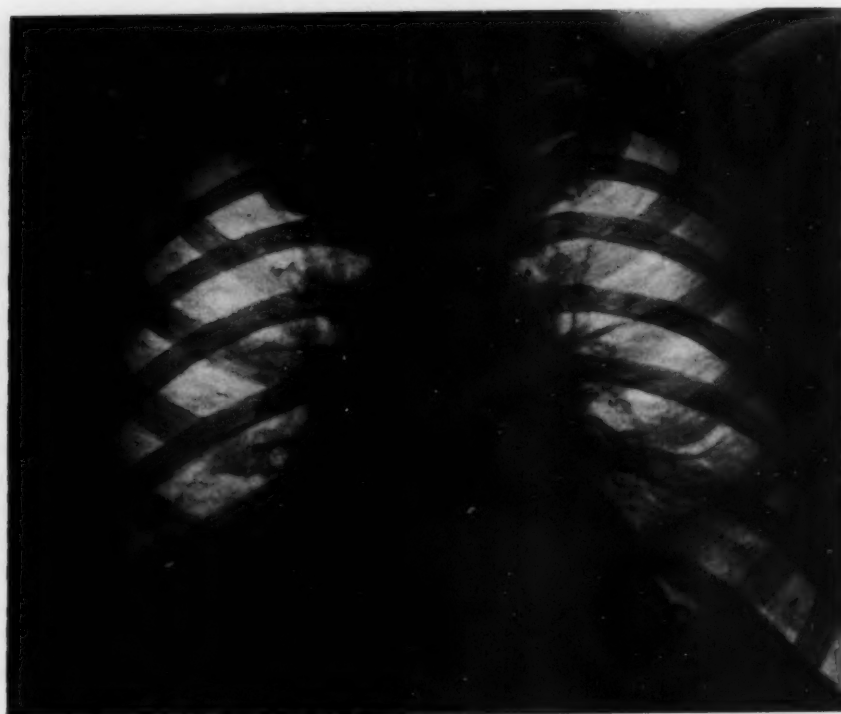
Fall I: 4. 1. 49. Keine Beschwerden, keine Temperatur. Röntgenkontrolle: Blättereigartige Verschattung über dem rechten Zwerchfell.
